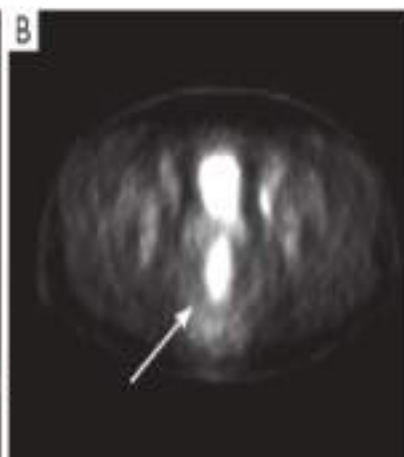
ПЭТ/КТ: рецидив опухоли прямой кишки.
